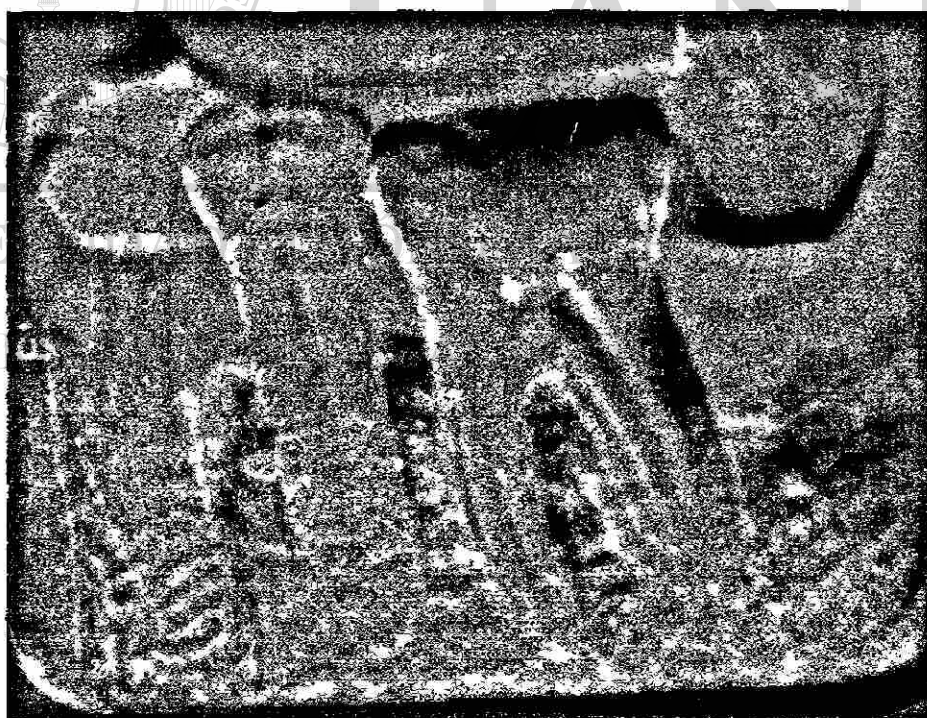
Imagen de sustracción de radiografía de inicio y 6 meses; áreas marcadas corresponden al llenado óseo.
